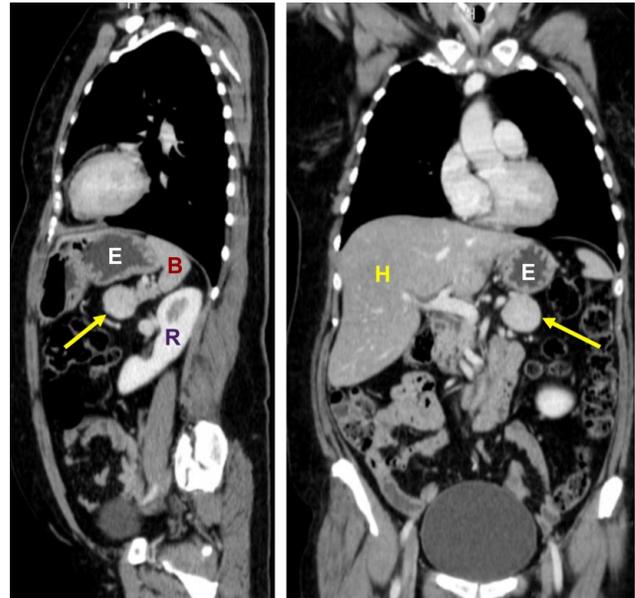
Imágenes de la lesión pancreática obtenidas mediante tomografía computarizada. Apuntado con flechas, se aprecia el tumor pancreático. H: hígado; E: estómago; B: bazo; R: riñón izquierdo.
